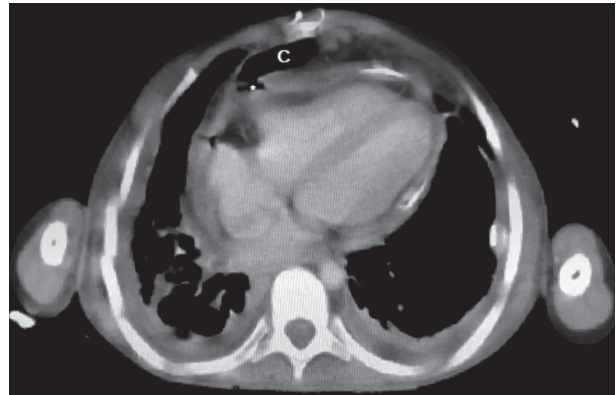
TC de tórax con contraste endovenoso donde se visualiza el colon de ubicación retroesternal (C) y la fístula colopericárdica (*). Pericardio, grasa mediastínica y pleuras engrosadas. Escaso derrame pleural bilateral.
